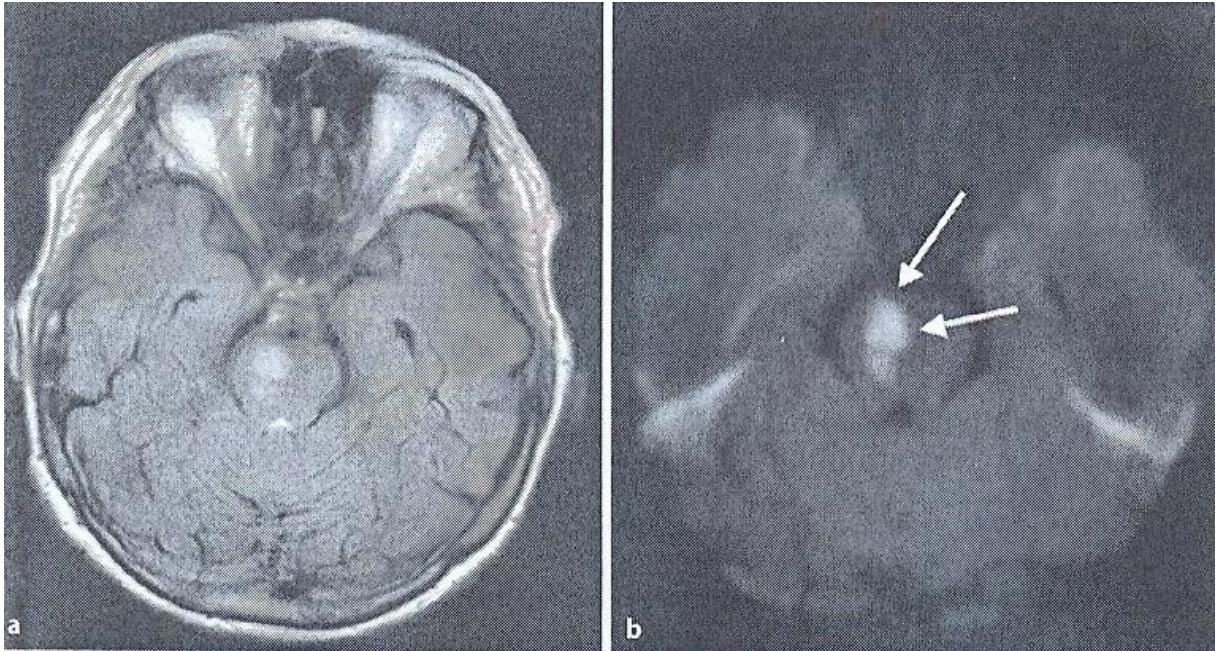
Paramediane Ponsläsion a) Flair-Sequenz b) DWI, aus: [65]
